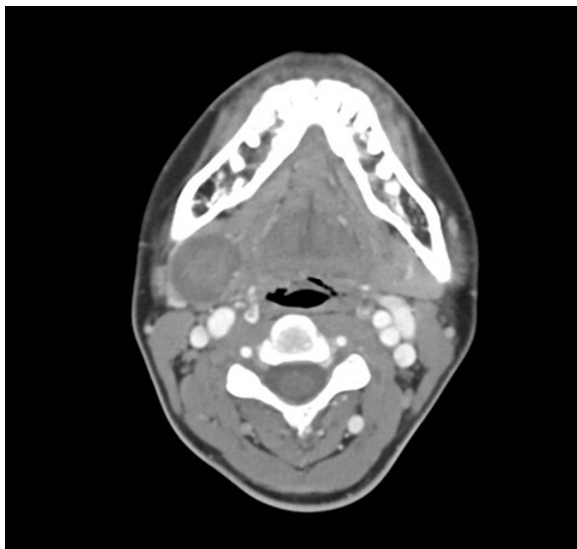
Computed tomography of the neck reveals a well-defined, hypodense mass in the right submandibular space with different intensities in the central and peripheral portions.
